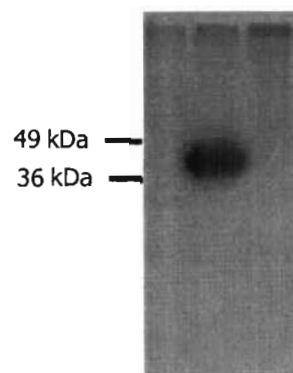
SDS-PAGE analysis of immunoprecipitated ³⁵S-methionine labelled transcobalamin (TC) in the culture medium of transfected Cos cells. Lane 1, not transfected; lane 2, pcDNA 3 containing normal TC cDNA and lane 3, pcDNA 3 containing mutant TC cDNA.
